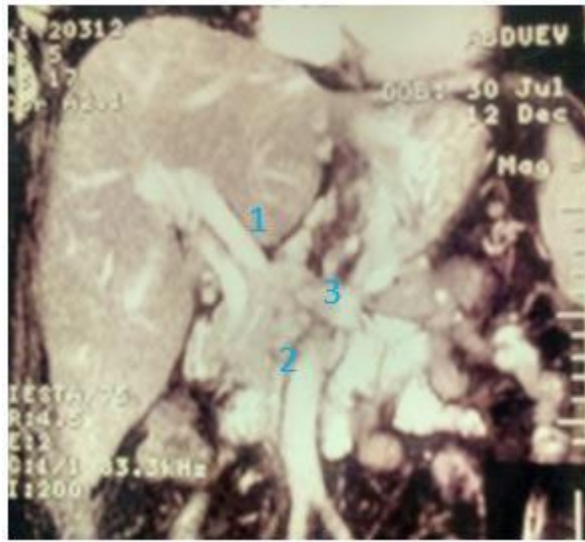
МРТ органов брюшной полости:
